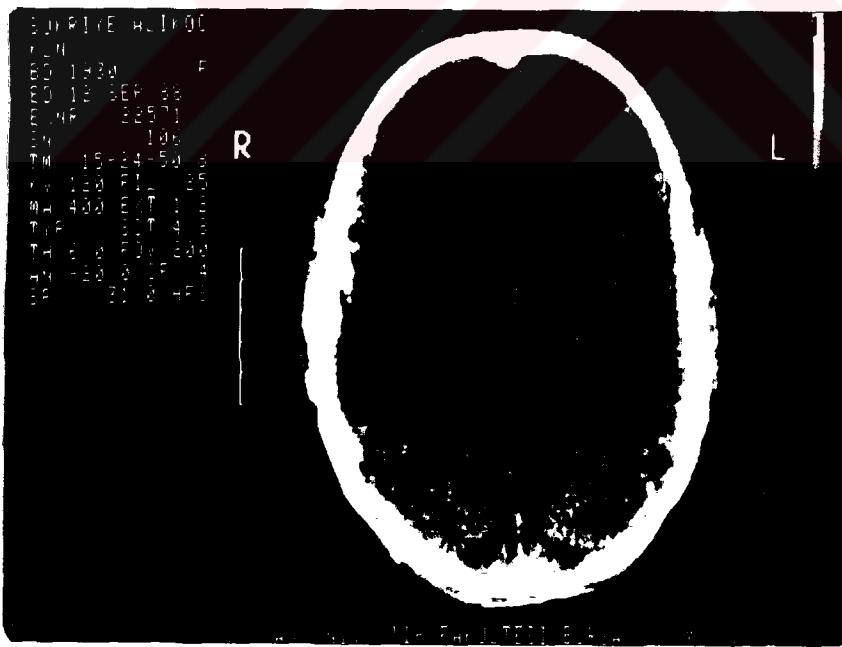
20 nolu vak'anın CT si, sol fronto temporo parietal infarktı olan hastanın test sonucu global afazi olup lezyonla uyumlu olarak değerlendirildi.
